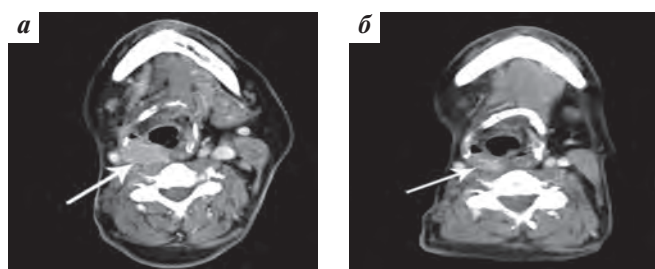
МСКТ шеи больного К. (мягкотканый режим) до (а) и в процессе (б) таргетной терапии препаратом леватиниб 20 мг/сут
